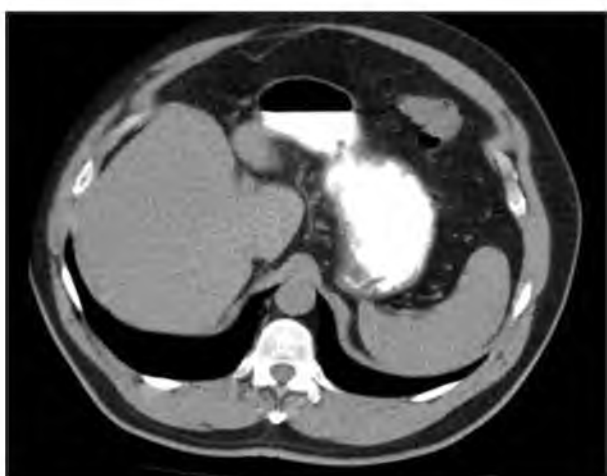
Компьютерная томограмма. Нативная фаза. I степень стеатоза, средняя плотность паренхимы печени – 43 ед. Н
